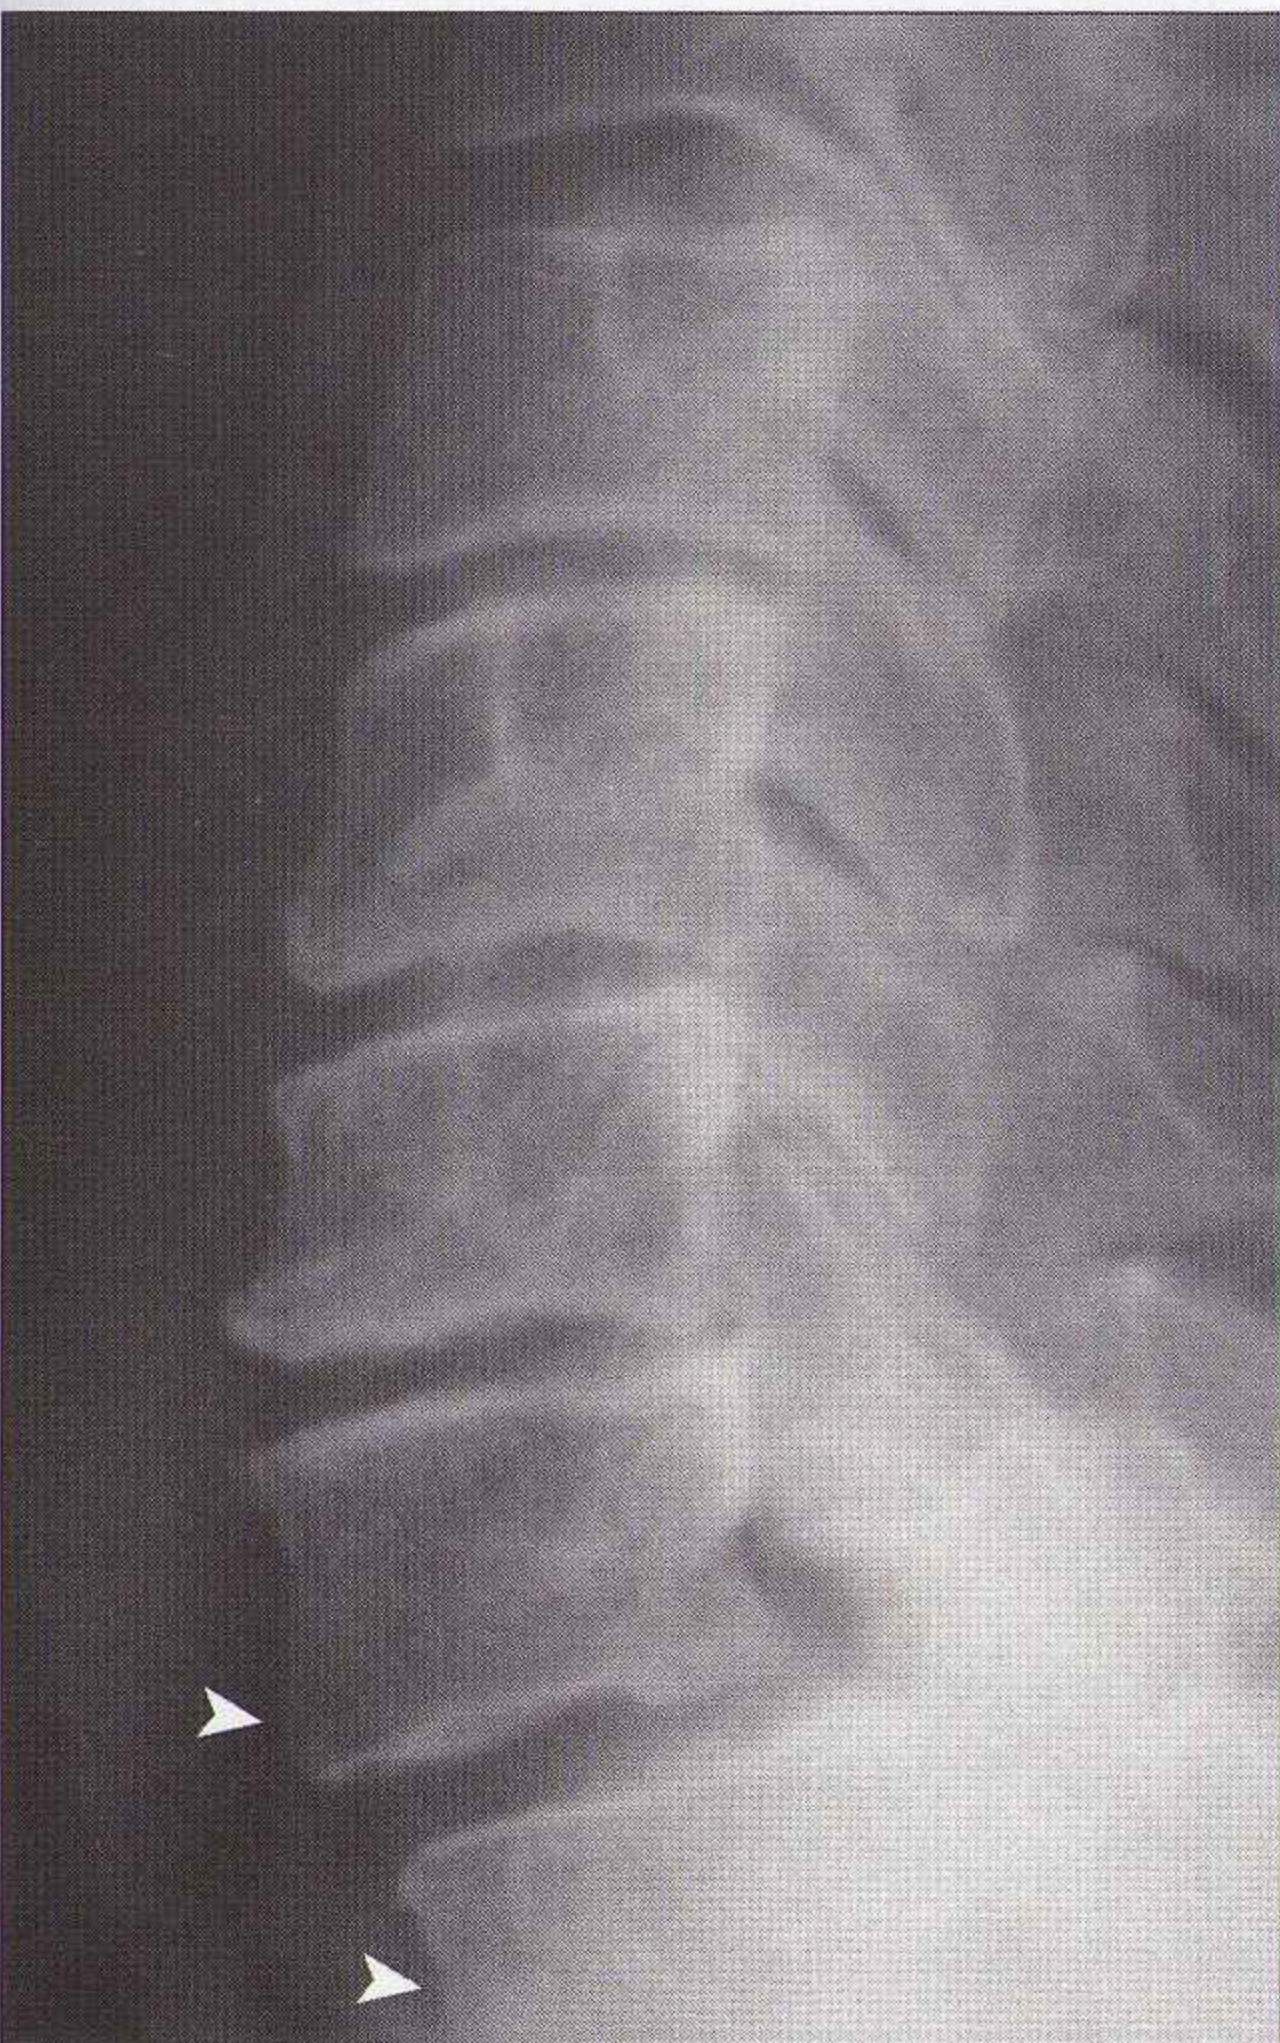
Piège : lésions arthrosiques dégénératives. Subluxation antérieure de C7 sur T1 liée à une arthrose articulaire postérieure. Cet aspect radiographique est quasiment impossible à distinguer d'une subluxation traumatique.
